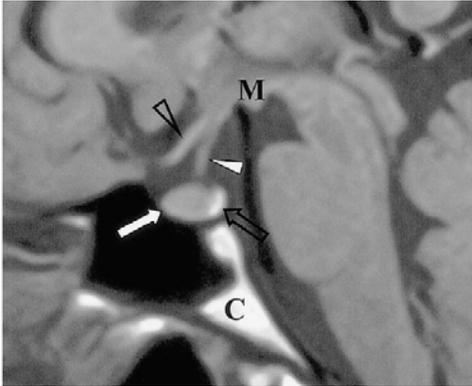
Resonancia magnética, imagen T1 sagital. Aspecto normal. Se observa hipófisis anterior (flecha blanca), hipófisis posterior con señal hiperintensa normal (flecha negra), tallo hipofisiario (punta de flecha negra) y quiasma óptico (punta de flecha negra). Tomado de Shin y colaboradores [78].
